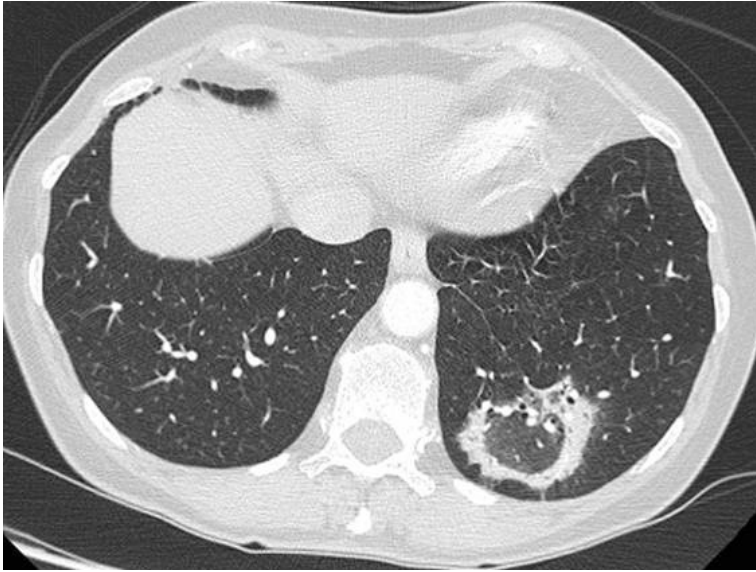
TAC con signo del atolón en l ngula.
